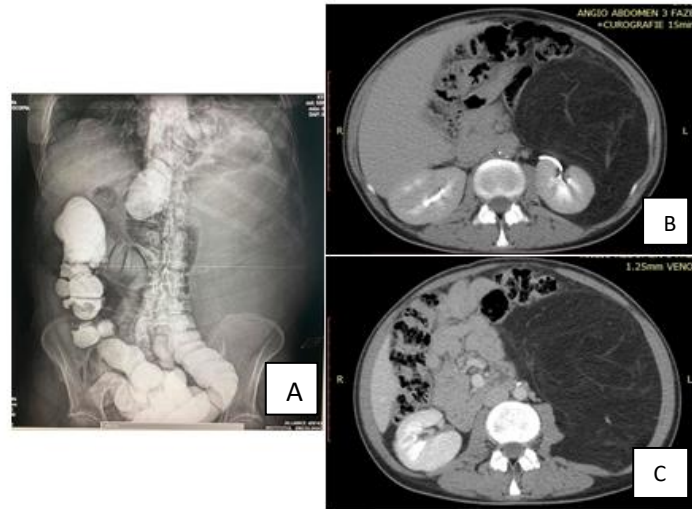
Imaginea irigografiei cu bariu în dublu contrast (A); Aspectul CT al tumorii abdominale gigante (B,C)
